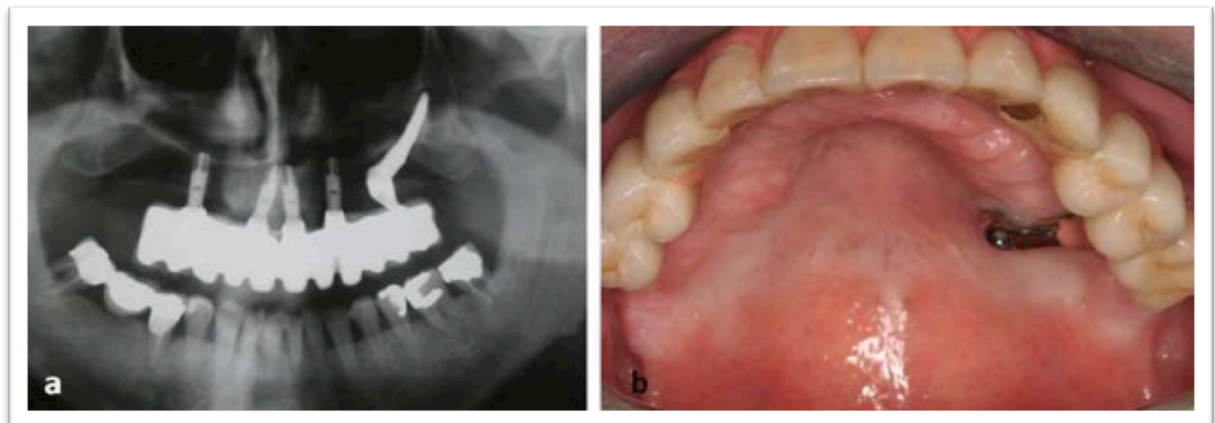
(A) : Radiographie panoramique dentaire avec la prothèse définitive modifiée - (B) : Vue clinique intra-buccale, après la dépose de l'implant, après cicatrisation [74]
